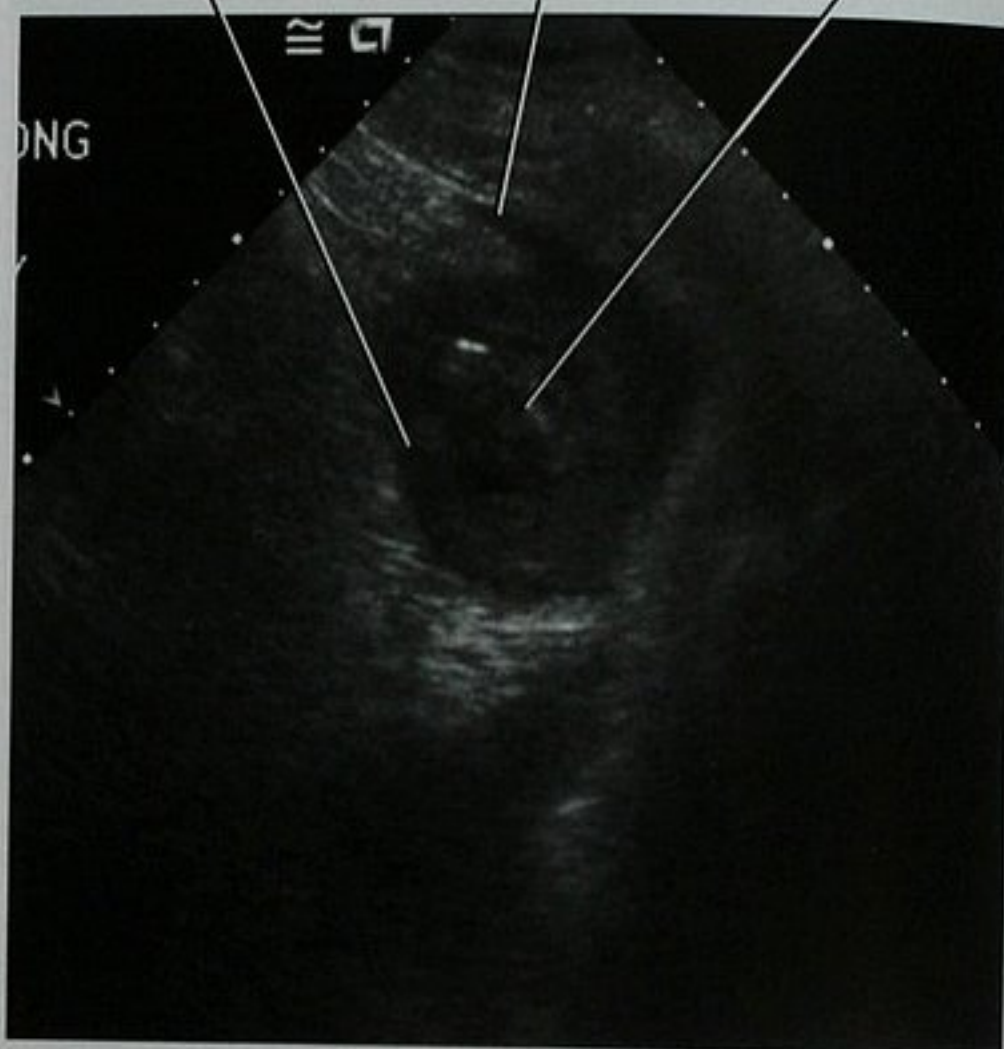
假膜性结肠炎患者在做肾脏和结肠超声检查时偶然发现结肠异常
